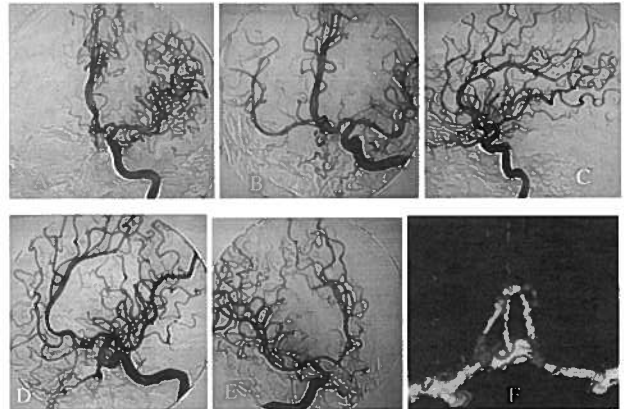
Doente do sexo masculino, 56 anos, com H.S.A.. Angiograma de frente da artéria carótida interna esquerda antes (A) e após compressão manual da direita (B) documentando variante do normal (três segmentos A2) e imagem sugestiva de um pequeno aneurisma da artéria comunicante anterior, também evidenciado nas incidências de perfil (C) e oblíqua (D). Angiograma da artéria carótida interna direita em incidência oblíqua sem evidência de aneurisma (E). Angio-TC (SSD) demonstrando a variante do normal e a dilatação da artéria comunicante anterior com dois pequenos aneurismas sem colo (F).
